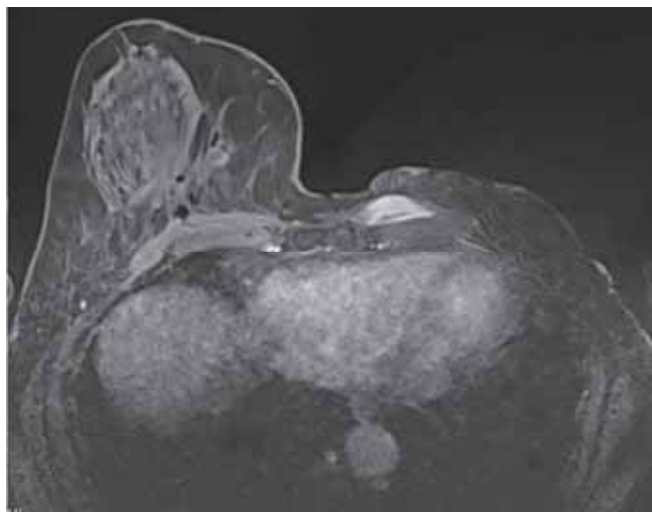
Magnetresonanztomographie der Brust, axiale T1-gewichtete, Kontrastmittel-verstärkte (8 min nach Injektion) Aufnahme. Bei St. nach Ablatio mammae links zeigt sich präpektoral im Bereich der medialen Brustwand parasternal eine ovaläre, relativ homogene und in der späten Phase stark Kontrastmittel-aufnehmende Raumforderung.
